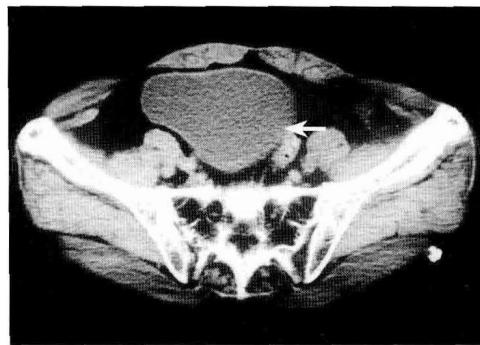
腹部 CT 显示膀胱左后方异常密度影
